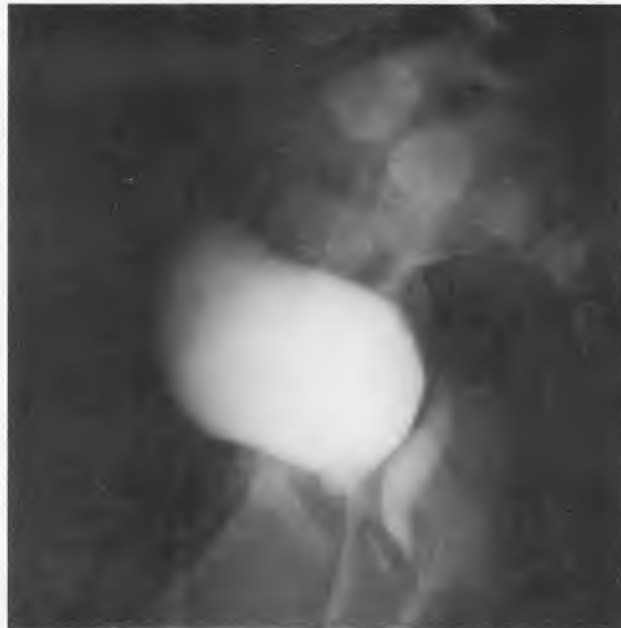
Рентгеноконтрастная уретрография у больного с ложным мужским гермафродитизмом (кариотип 46ху). Сзади от мочевого пузыря визуализируется влагалищный отросток уrogenитального синуса
